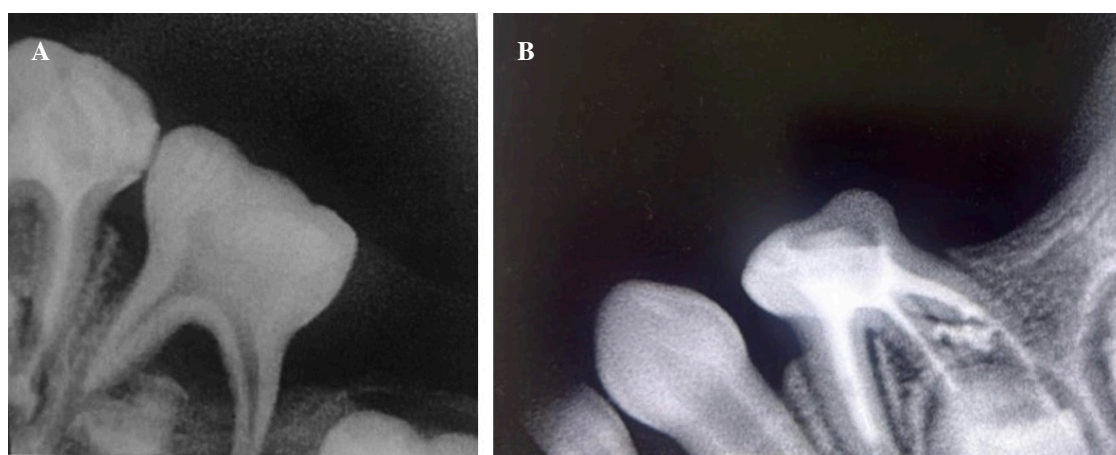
Case report #2. A. Periapical radiograph at 5-month follow-up. B. Radiographic control at 10 months.
